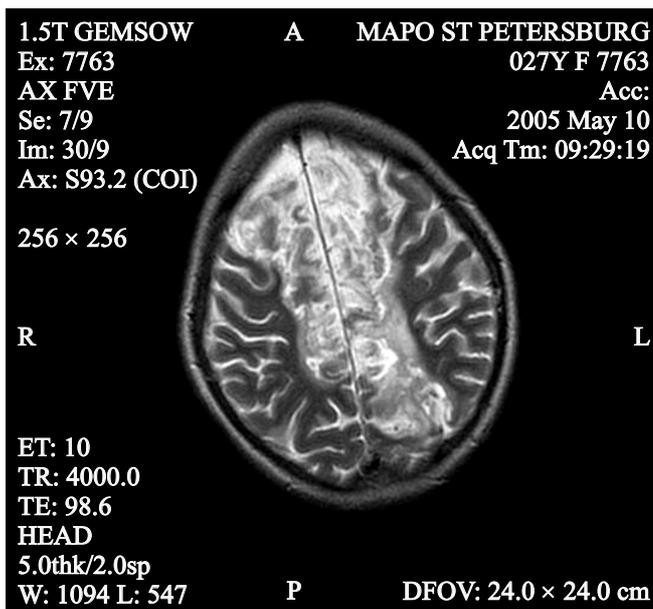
Магнитно-резонансная томограмма головного мозга пациентки 27 лет, перенесшей первую атаку острой перемежающейся порфирии. На момент получения данного изображения объем неврологического дефицита составлял парез левой голени на фоне полной сохранности интеллектуально-мнестической и эмоционально-волевой сфер личности (наблюдение К.М. Лебединского и соавт., 2005).
